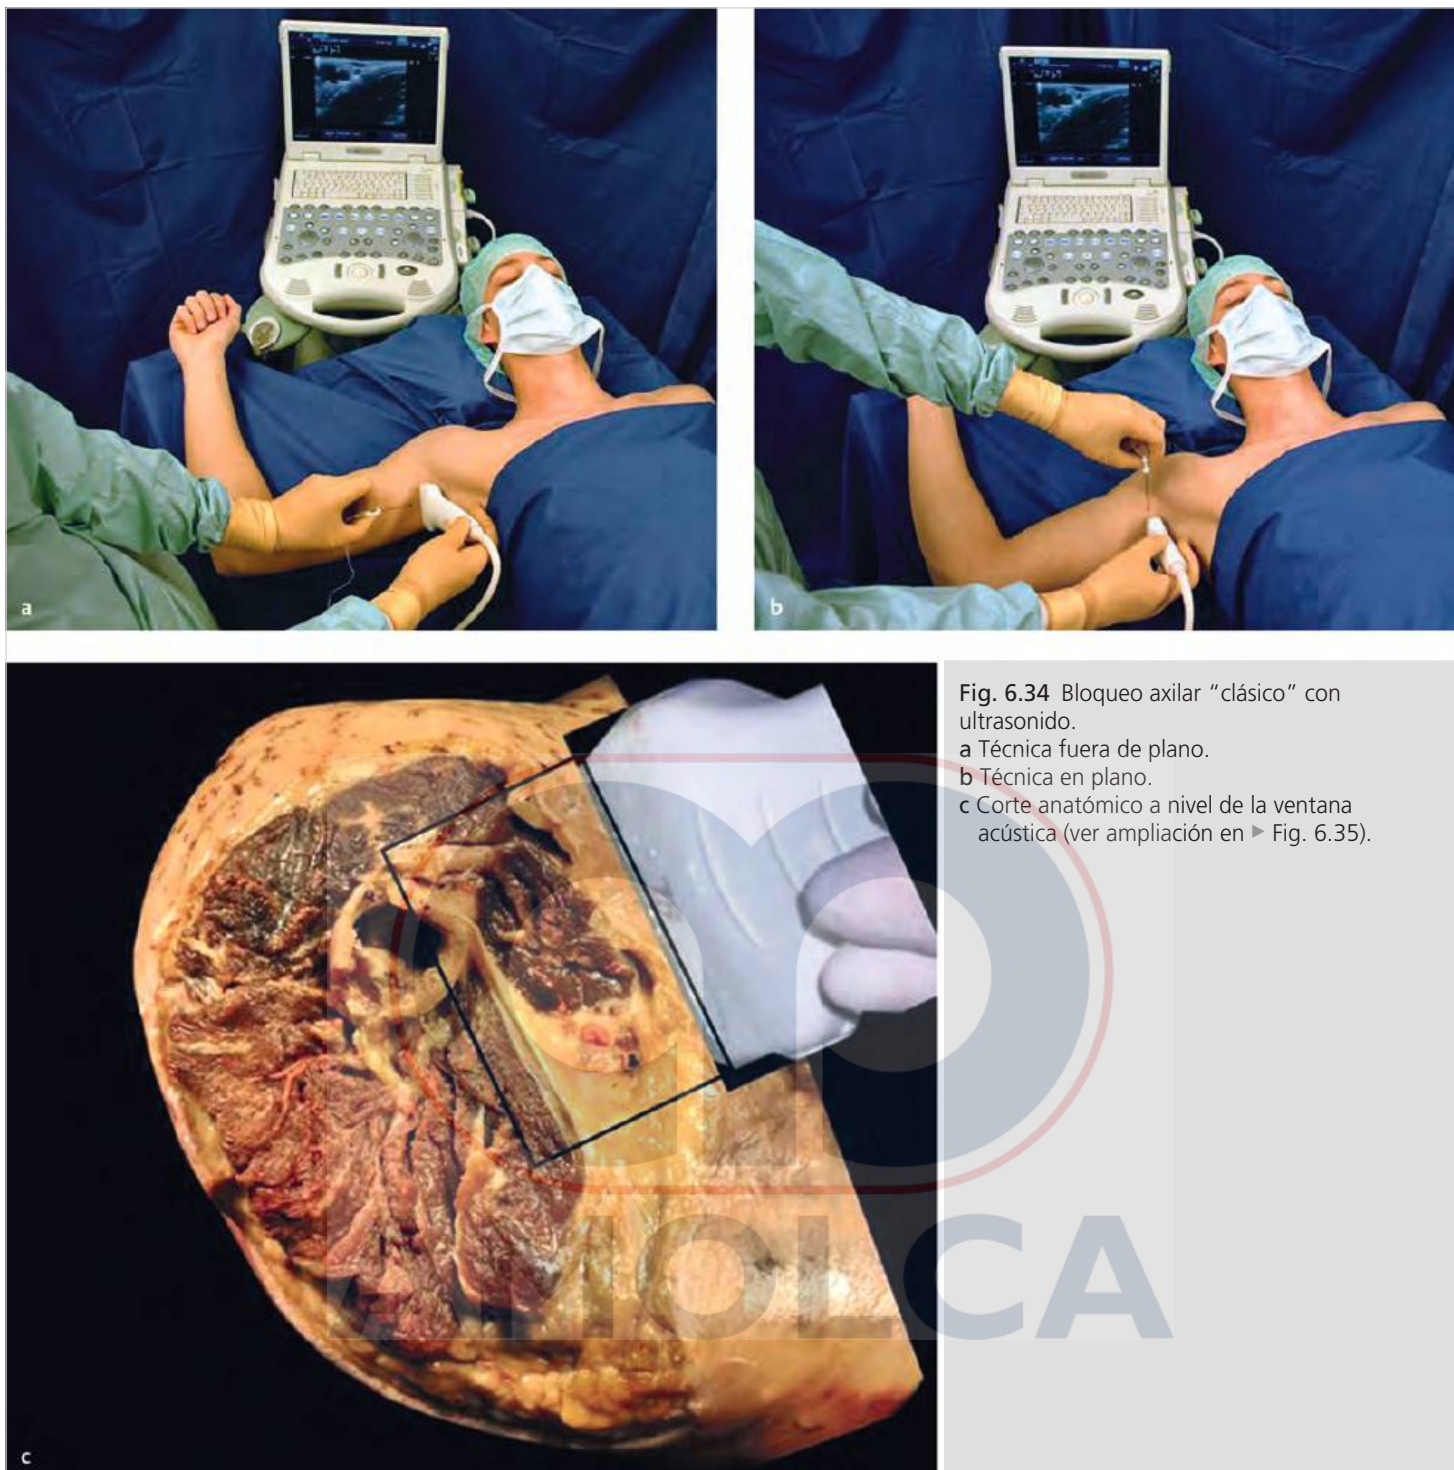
Bloqueo axilar "clásico" con ultrasonido.
